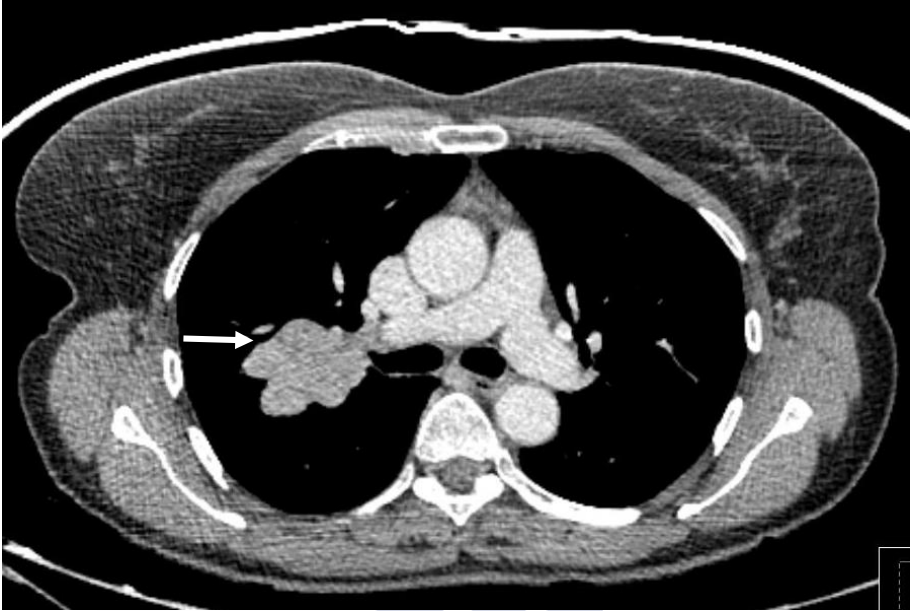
Imagen de TC en paciente con tumor carcinoide central con contornos bien definidos y ligeramente lobulados.
